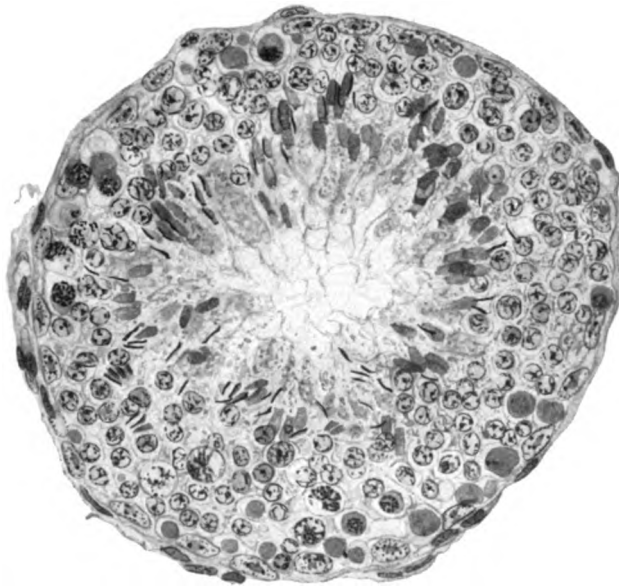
Stadium V der Röntgendepopulation des Hodens (Prot. Nr. 1, l.). Haematox. Eosin, Zeiß, KO. 5 ×, Ap. 90. Sertolizellen, Spermiden, Spermien im Kanälchen, einzelne Spermiozyten des Stadium III haben sich hier nicht weiter entwickelt, sondern sind der Nekrobiose verfallen (oben im Bilde). Die Spermiden reichen zum Teil bis auf die Membrana propria.
